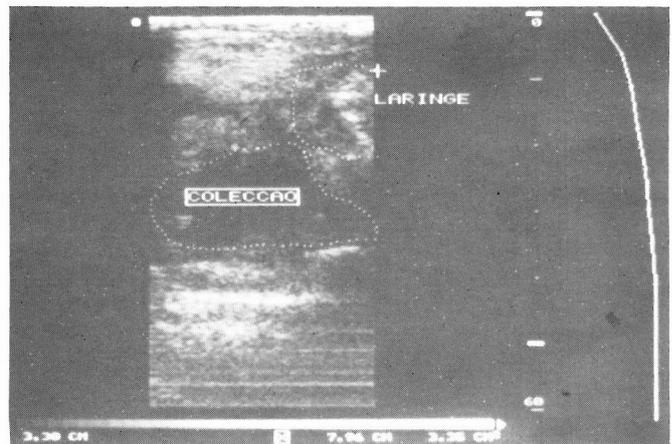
Ecografia da região cervical – mostra coleção fluída parafaríngea.
